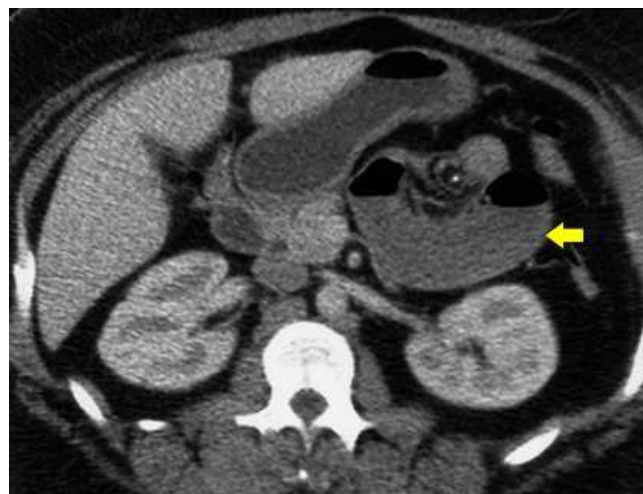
Corte axial de TC de abdome com segmento de alça jejunal herniada localizada acima do nível gástrico (seta à direita).
